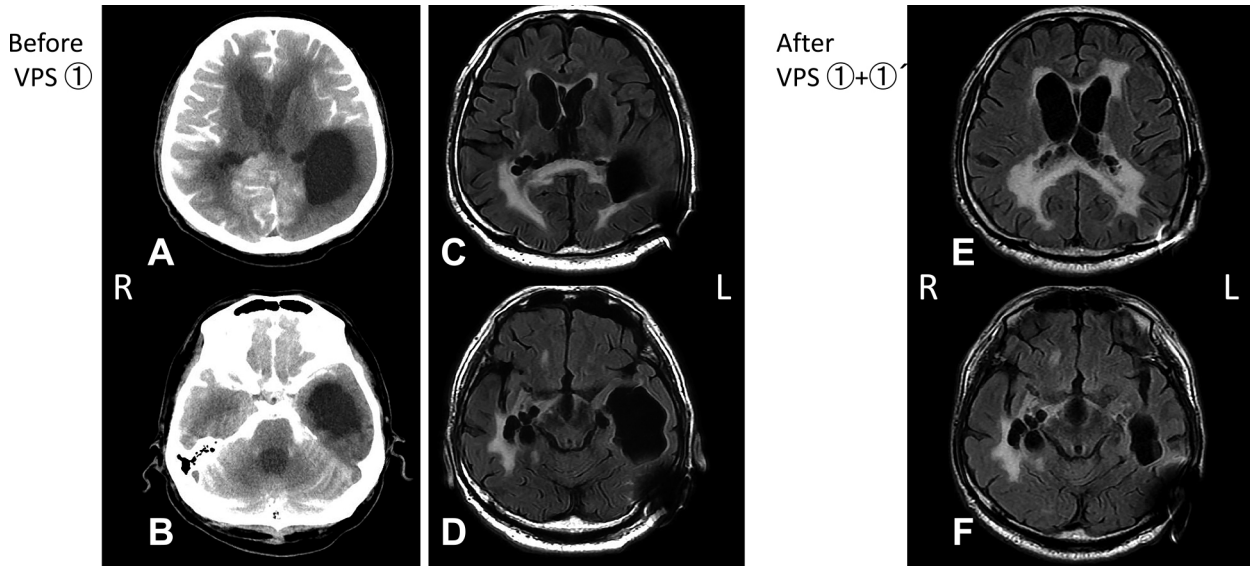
A and B: Brain CT cisternography before VPS ①. C and D: Brain MRI before VPS ①. E and F: Brain MRI after VPS ① + ①. (A and B: axial view) They show the process is noncommunicating with all ventricles. (C and D: axial view) FLAIR (TR 8,000 ms, TE 135 ms, 1.5 T) images show dilated lateral ventricles, especially the inferior horn of the left lateral ventricle. (E and F: axial view) FLAIR (TR 9,000 ms, TE 117 ms, 1.5 T) images show that the dilated inferior horn of the left lateral ventricle improved.
